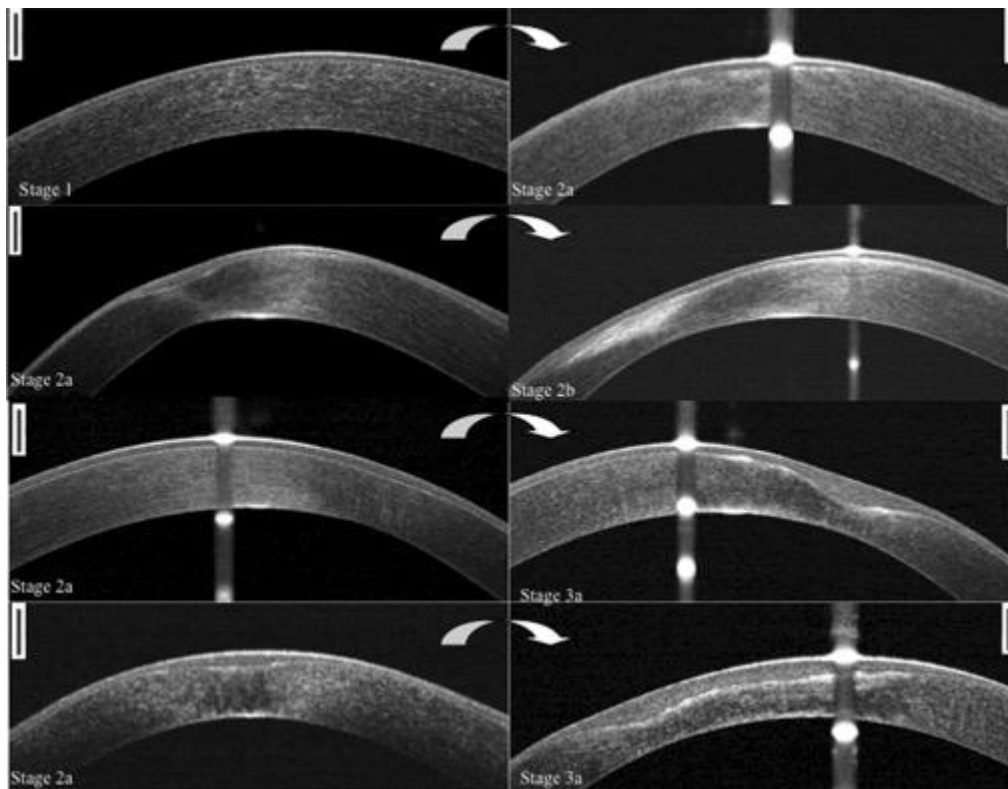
Les aspects de la tomographie par cohérence optique (OCT) [58].
